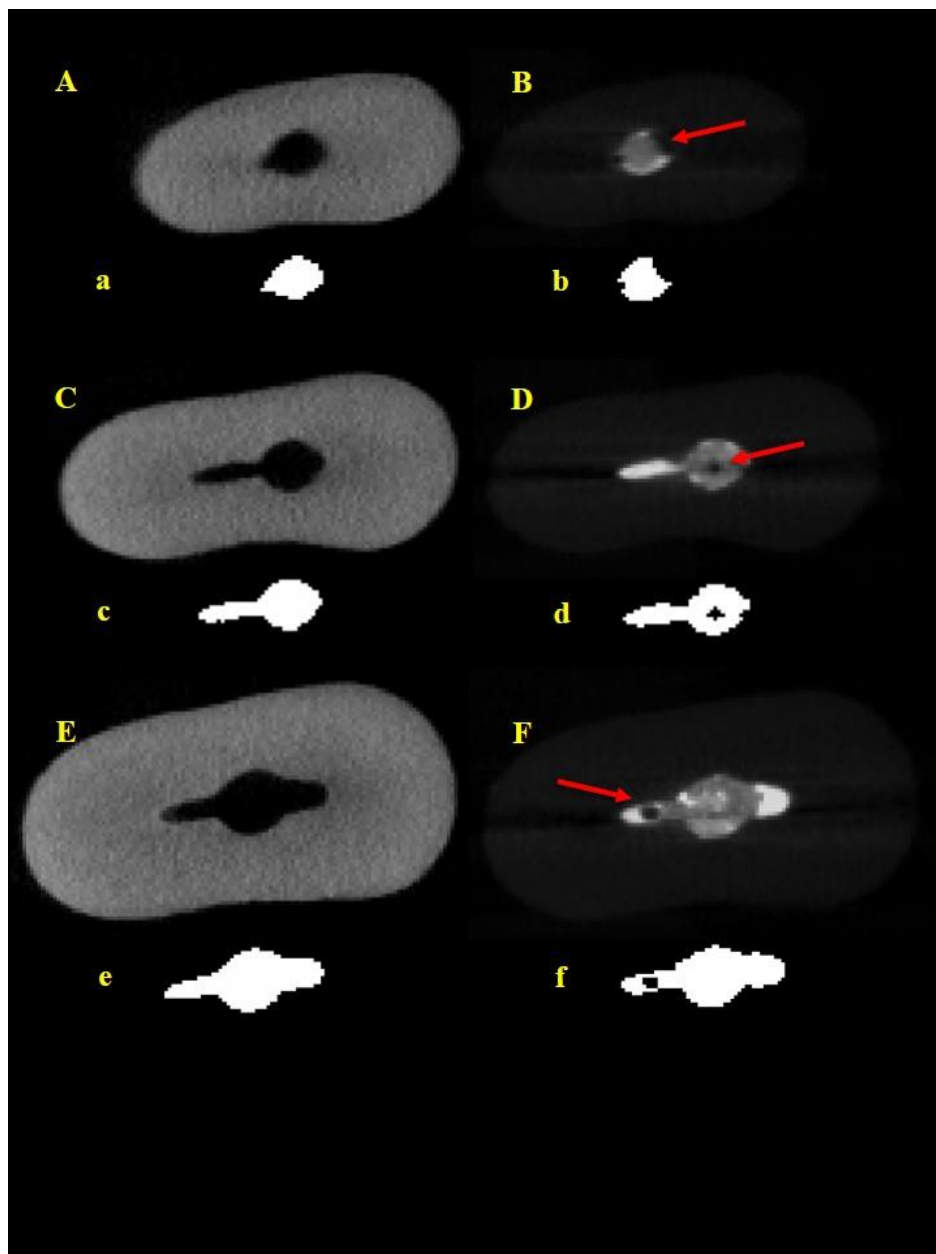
Secções transversais das imagens de micro-CT de uma amostra preparada com R40 e obturada com AH Plus. As letras maiúsculas mostram as imagens obtidas por micro-CT após preparo (A, C, E) e obturação (B, D, F) em cada terço radicular. As letras minúsculas mostram a segmentação do canal e obturação nos terços cervical (a, b), médio (c, d) e apical (e, f). Falhas na obturação estão indicadas pelas setas nas imagens de micro-CT
